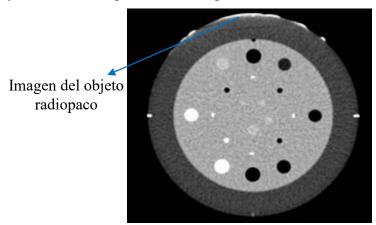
Imagen del maniquí de tomografía computarizada que confirma la alineación entre láser interno y plano del corte.
